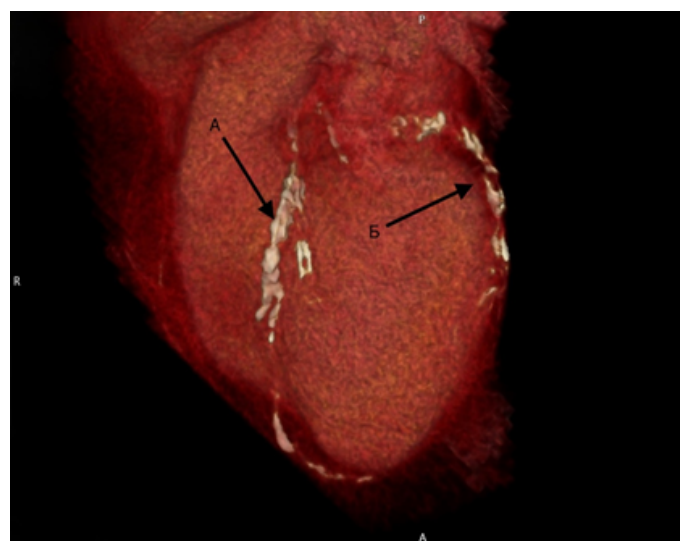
Пример выраженного дистального кальциноза коронарных артерий. Компьютерная томография сердца, нативная фаза.
